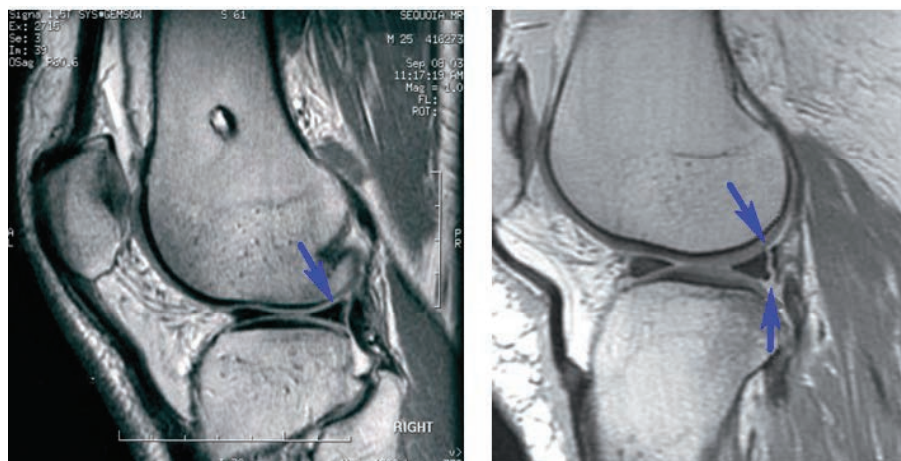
Магнитно-резонансная томография. Слева – нормальный неповрежденный мениск (синяя стрелка). Справа – разрыв заднего рога мениска (две синие стрелки)
